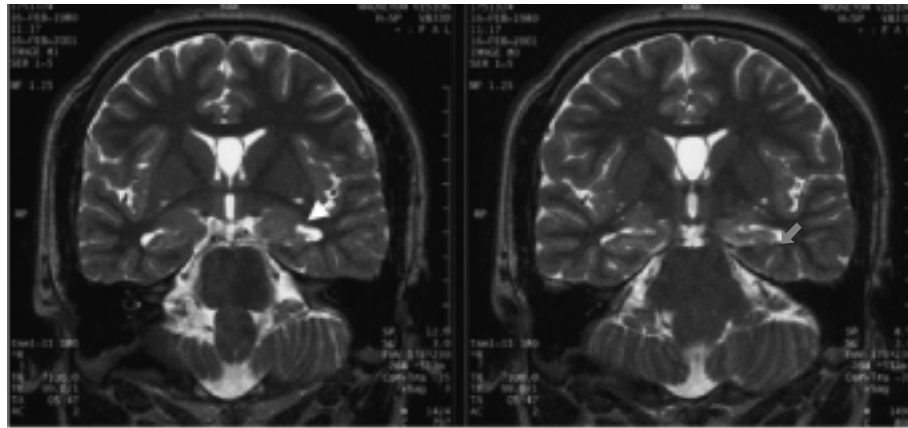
Brain MRI of the patient. Coronal T2 weighted images show high signal intensity and atrophy in the left hippocampus (arrow).
